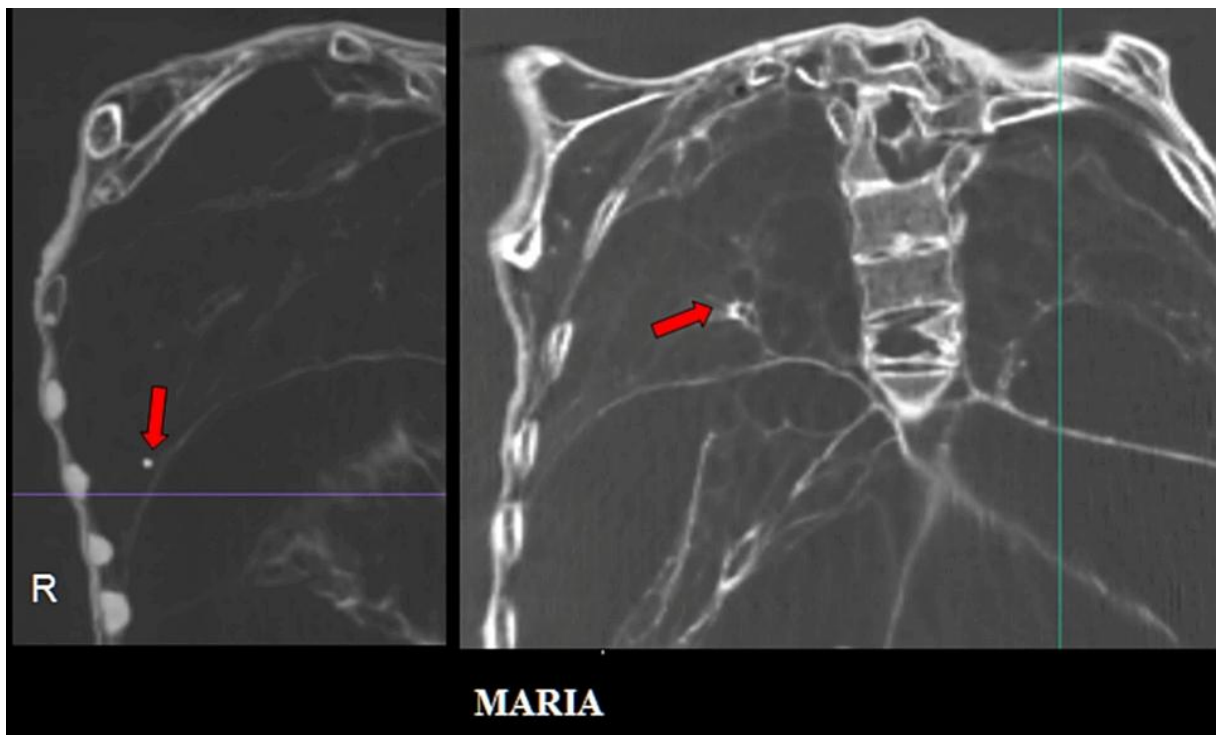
Cortes sagital (izquierda) y coronal (derecha) de TC 2D que muestran pequeños focos calcificados diminutos (flechas rojas) y pequeñas cicatrices fibróticas en ambos pulmones.
